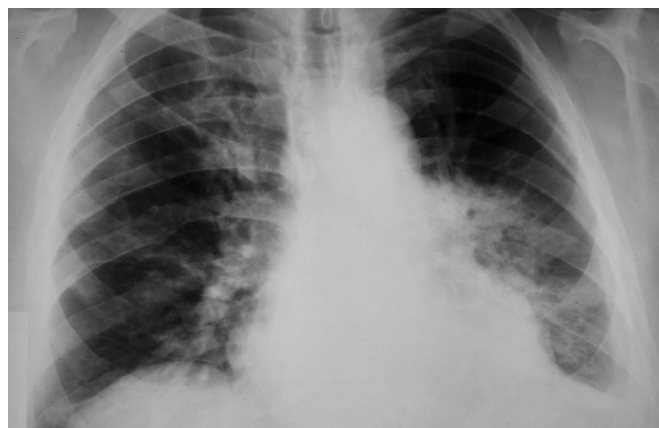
Рентгенограмма грудной клетки пациента В.Д.Г. от 10.03.2020 г.: двусторонняя полисегментарная пневмония
